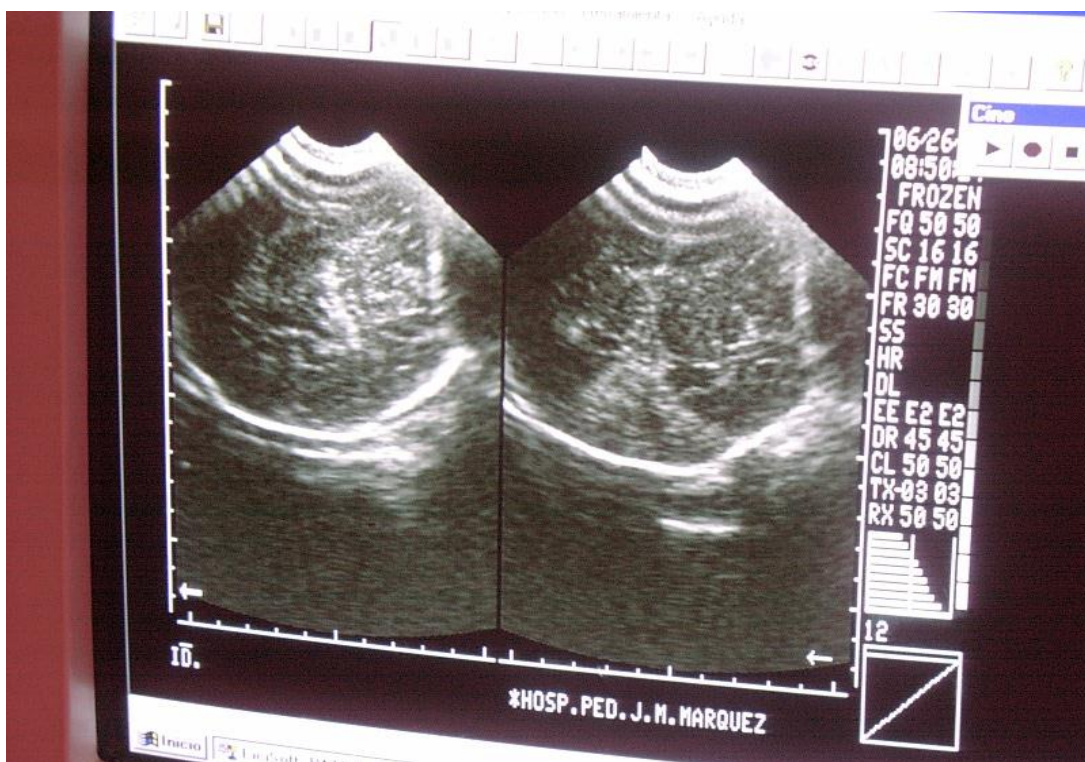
USG al diagnóstico
